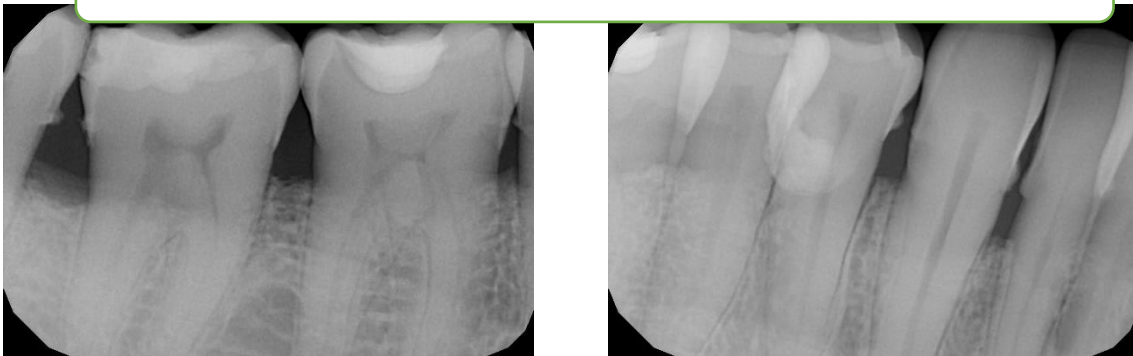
Radiografías periapicales del cuarto cuadrante sector posterior.
